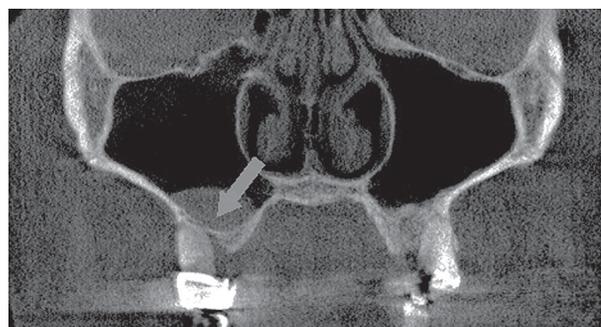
Конусно-лучевая компьютерная томограмма верхней челюсти. Фронтальная проекция. Снижение высоты альвеолярного отростка. Пристеночное утолщение слизистой дна гайморовой пазухи справа.
